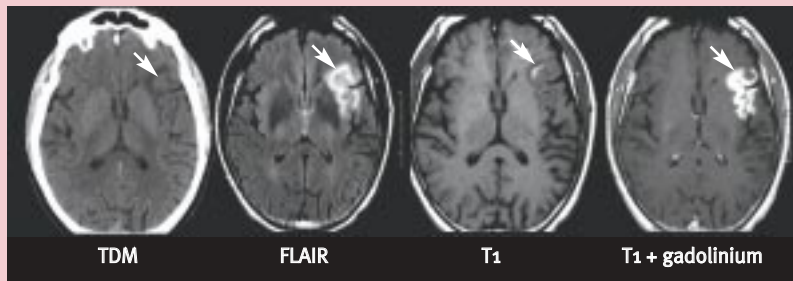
Accident ischémique sylvien superficiel gauche au 7^e jour. En scanner sans injection, hypodensité bien limitée de la substance blanche associée à un pseudo-respect du cortex adjacent. Hypersignal cortico-sous-cortical en FLAIR. En séquence pondérée en T1, il existe un hypersignal cortico-sous-cortical ainsi qu'un hypersignal spontané cortical (flèche) témoignant de l'existence de pétéchies hémorragiques. L'injection de gadolinium montre une prise de contraste corticale gyriforme, classique au stade subaigu d'un accident ischémique.
